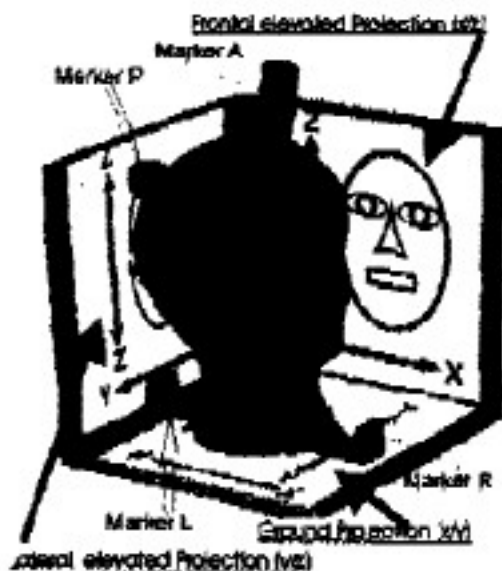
model for orientation of Ultrasound Computer Cranio-Corpo-Graphy (US-COMP-CCG) as well as of Human Space Trail Claussen (HUSPATRAC®).
